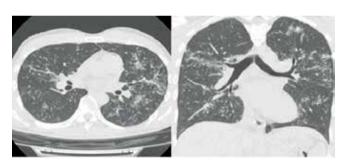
МСКТ органов грудной клетки от 13.06.2018.
